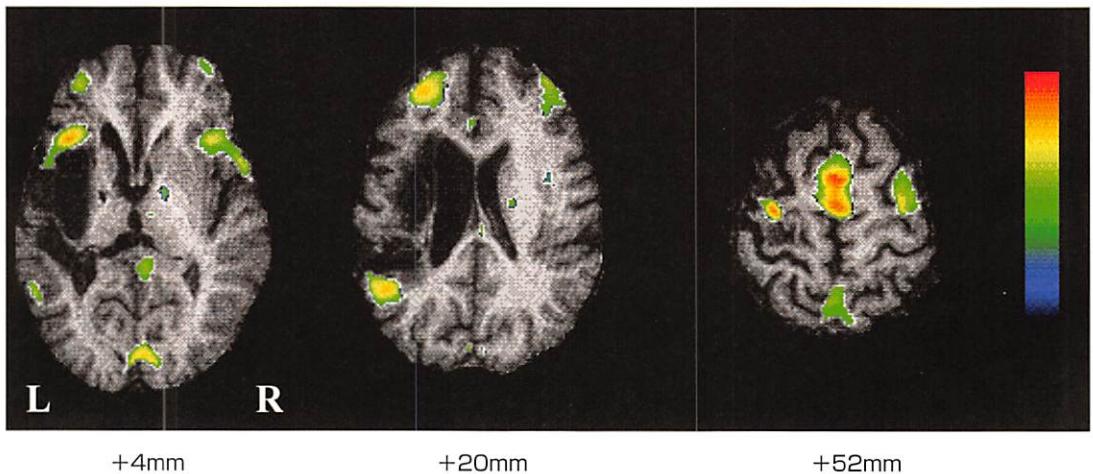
失語症回復期における単語想起課題による脳賦活部位（機能的 MRI）
